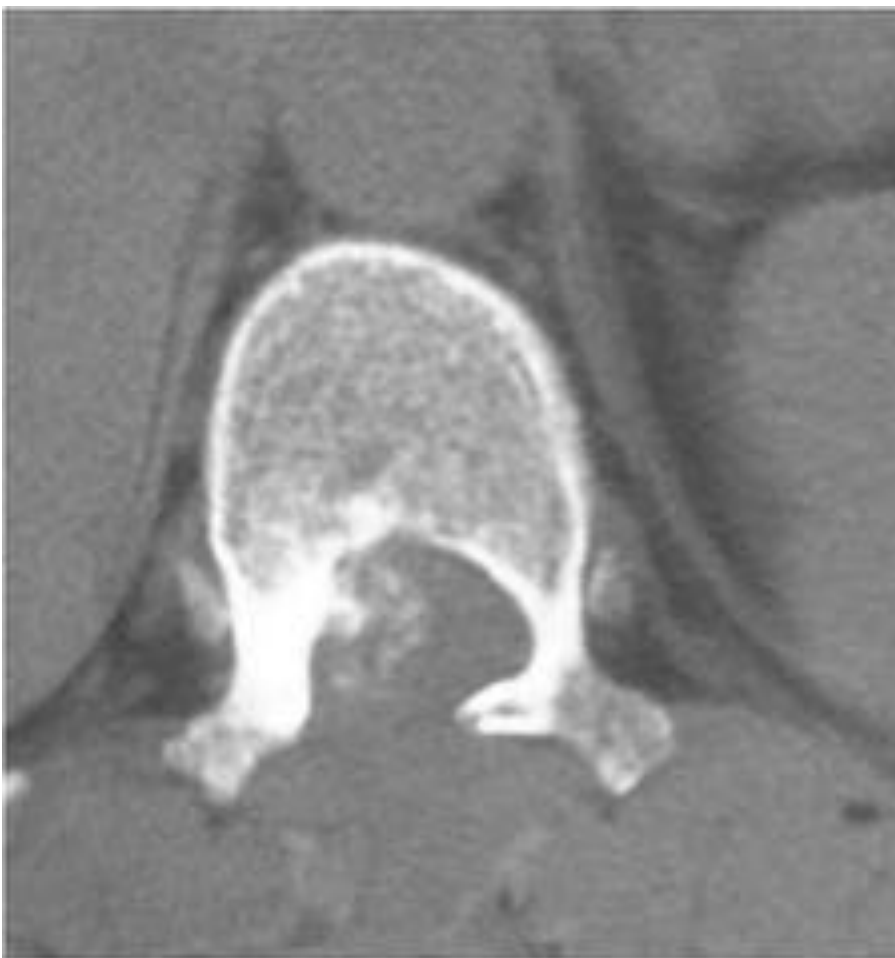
TC en corte axial que muestra afectación del pedículo derecho de la vértebra D11 por una lesión densa con un componente de partes blandas intrarraquídeo, con formación de matriz condroide. Se
